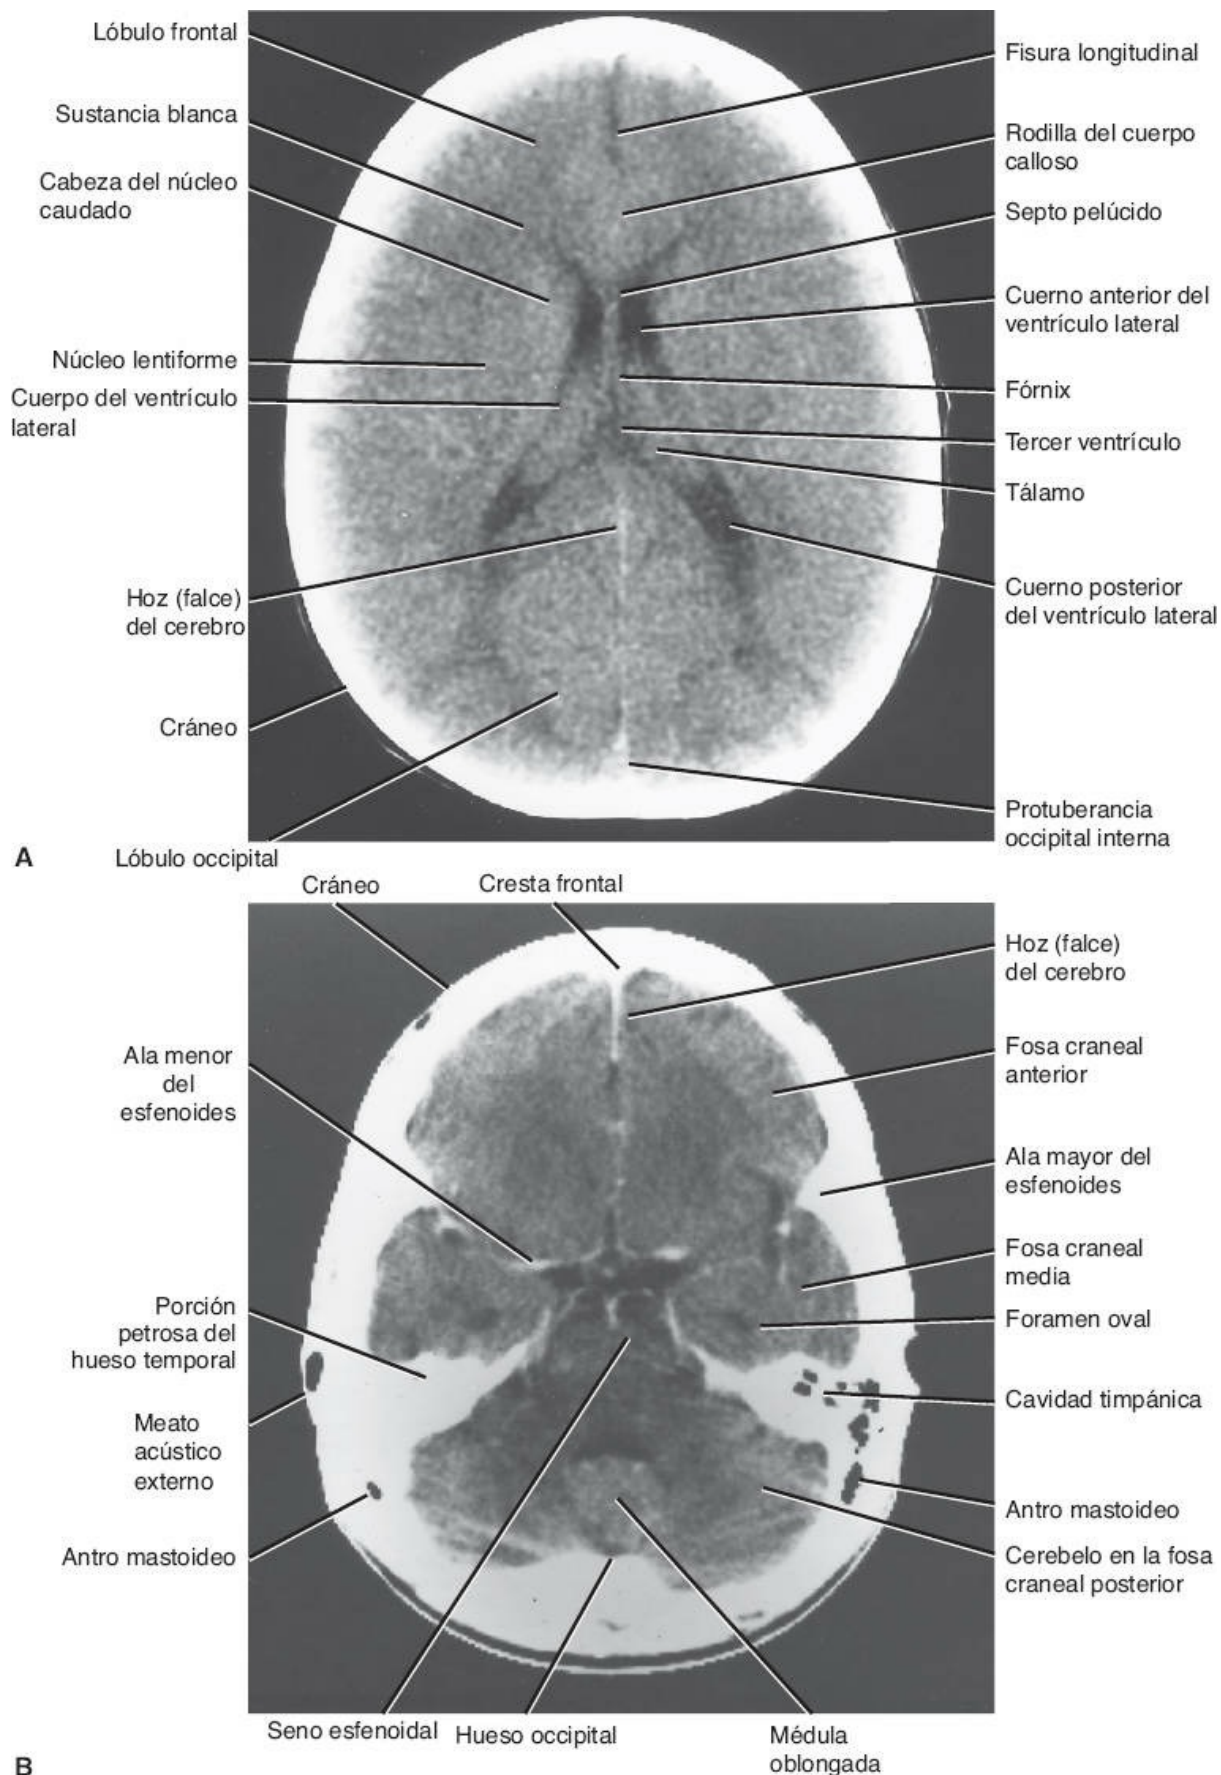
TC axial (horizontal) del cráneo. A. Huesos del cráneo, el encéfalo y las diferentes partes de los ventrículos laterales. B. Estudio realizado a un nivel inferior que muestra las tres fosas craneales.
